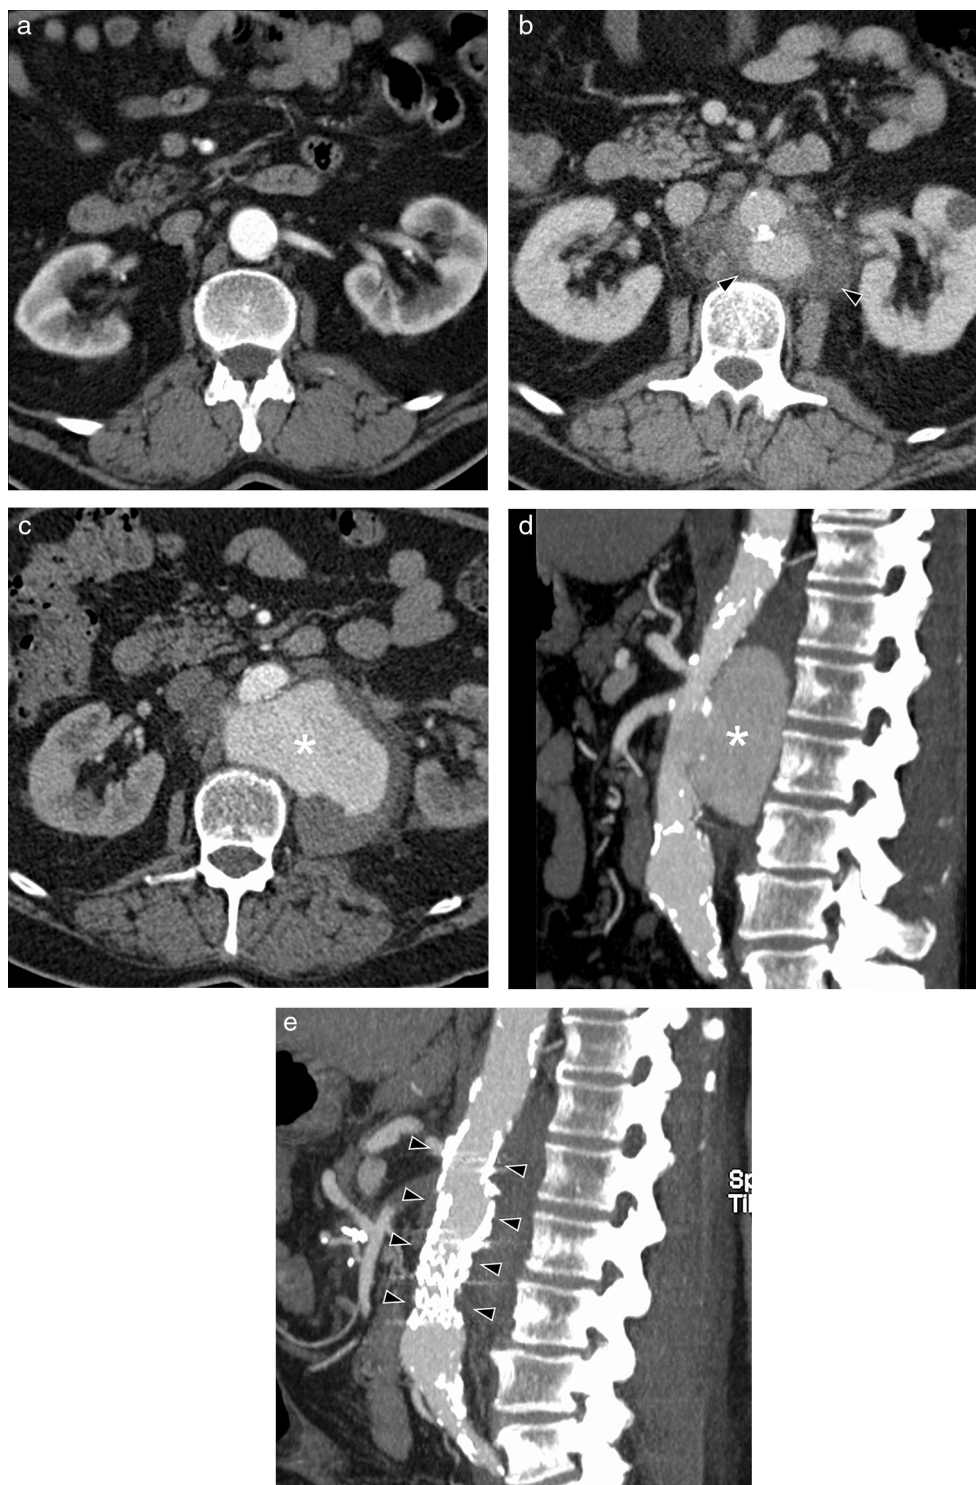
Aneurisma micótico en un varón de 70 años con lumbalgia y febrícula. TC con contraste intravenoso: a) Imagen axial que muestra una aorta de paredes normales; b) masa de partes blandas periaórtica (cabezas de flecha), afectando al ostium de la arteria mesentérica superior y de las arterias renales (el mismo paciente, un año después de la imagen a). Imagen axial de TC con contraste (c) y reconstrucción MIP sagital (d), que muestran un aumento del tamaño del aneurisma (asterisco), con paredes muy irregulares (meses más tarde que la imagen b). e) Imagen MIP sagital de TC con contraste después del tratamiento con una endoprótesis aórtica Endurant 25 mm × 70 mm (cabezas de flecha), por el elevado riesgo de rotura del aneurisma.
